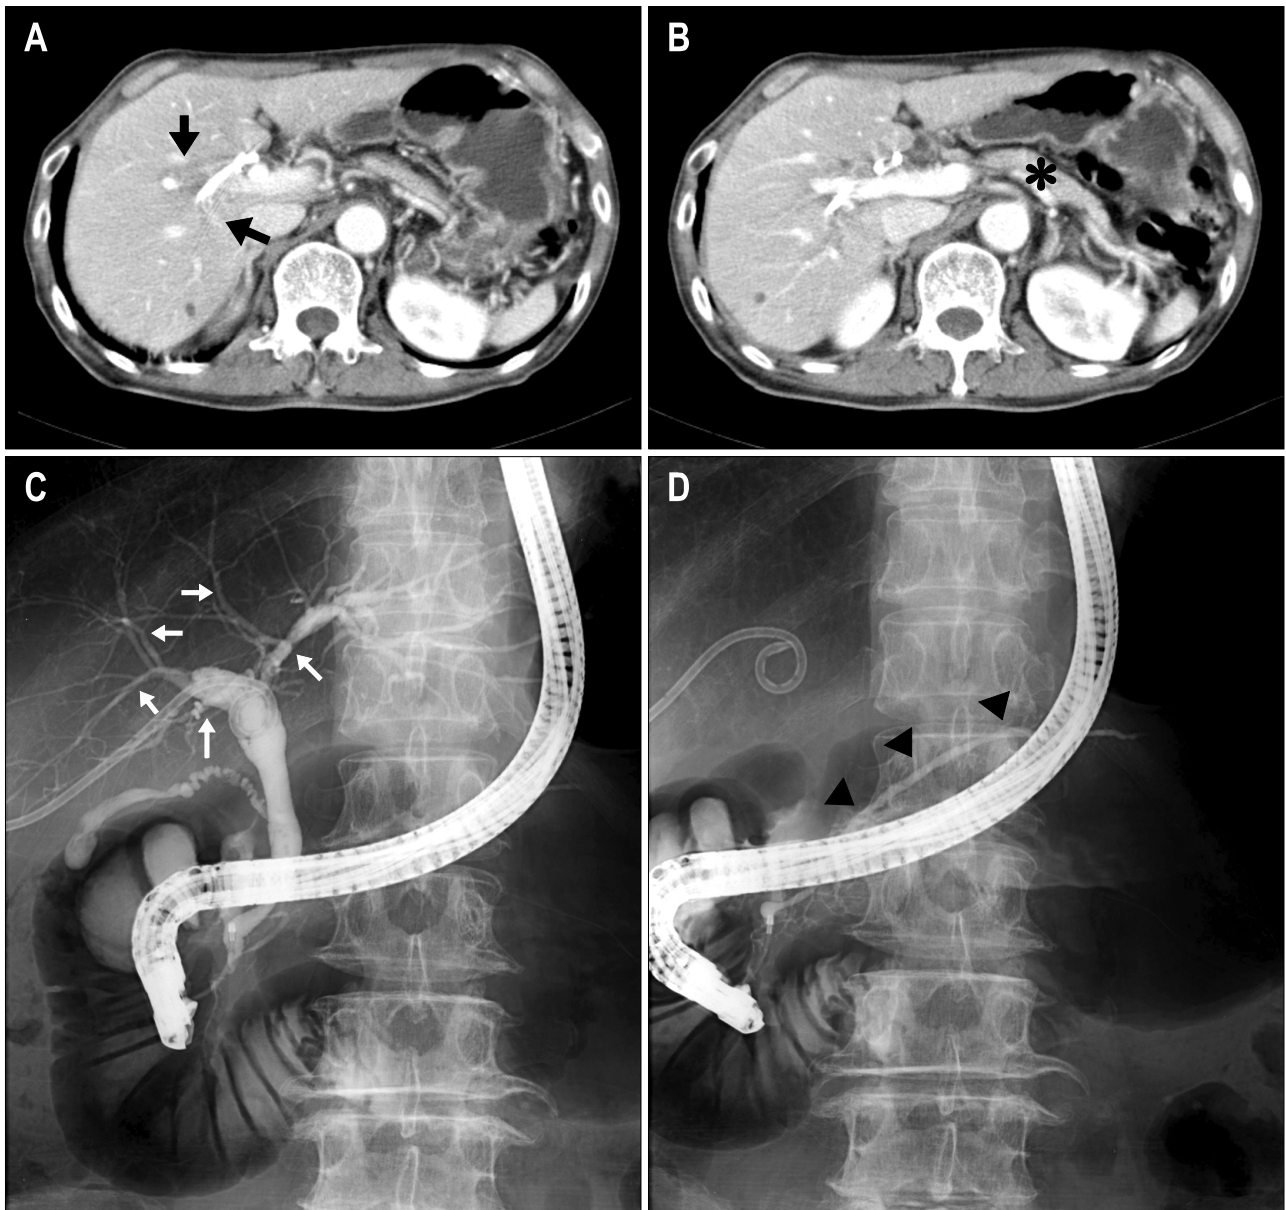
CT and ERCP findings after 4 weeks of steroid treatment. CT scan demonstrated (A) the appearance of intrahepatic biliary tree was significantly improved (black arrows) and (B) the size of pancreas markedly decreased and returned to normal (asterisk). ERCP shows (C) dramatic resolution of the stricture of the intrahepatic duct and hilar portion (white arrows) and (D) normalized main pancreatic duct (head arrows) were observed.
